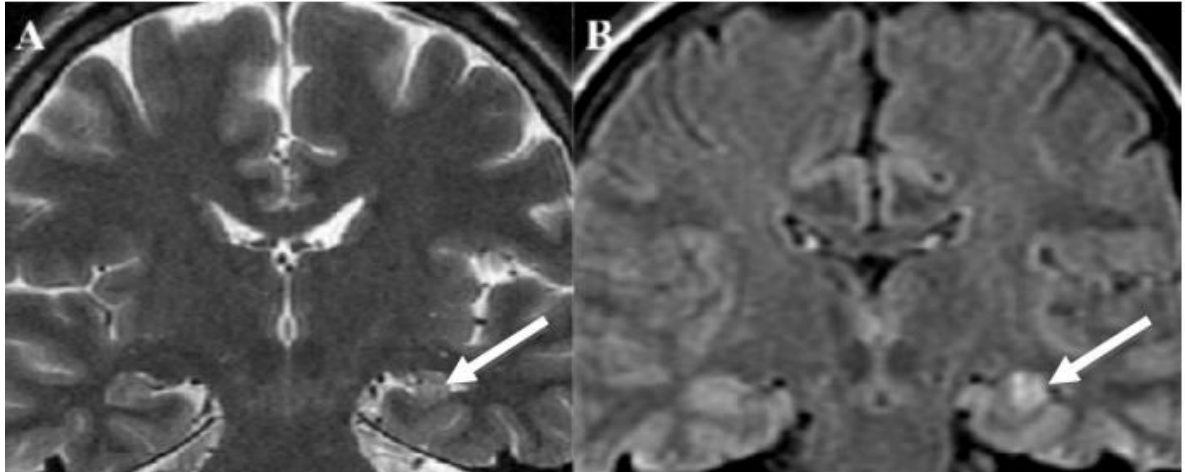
“Esclerosis temporal medial izquierda. Se observa disminución de tamaño del hipocampo y aumento de señal en T2 (A) y FLAIR (B) (flechas)” (Álvarez-Linera, 2012).
